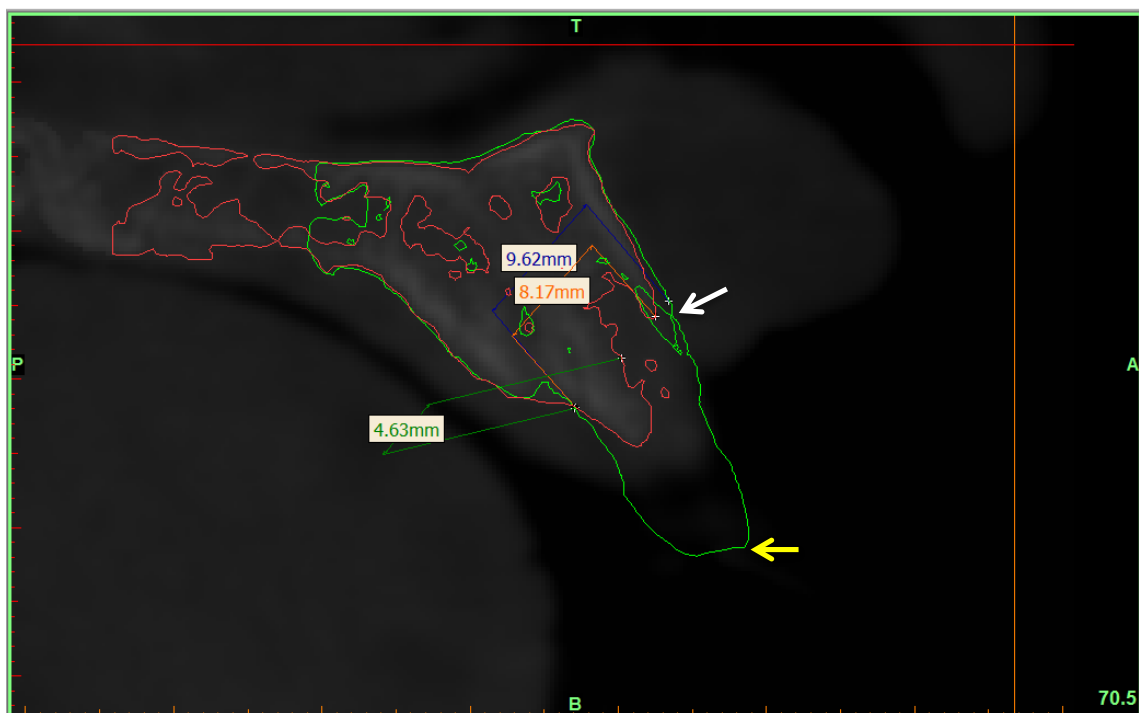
Sobreposição de imagens CBCT I (verde) e CBCT II (vermelho)
